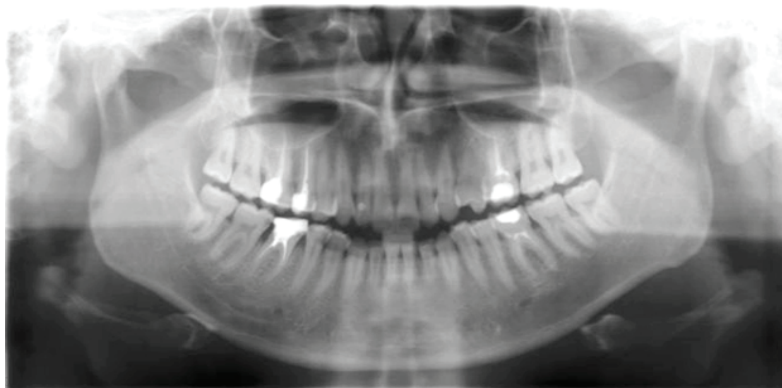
Рентгенография 15 го зуба на верхней челюсти через 6 месяцев применения нанораствора золота.
